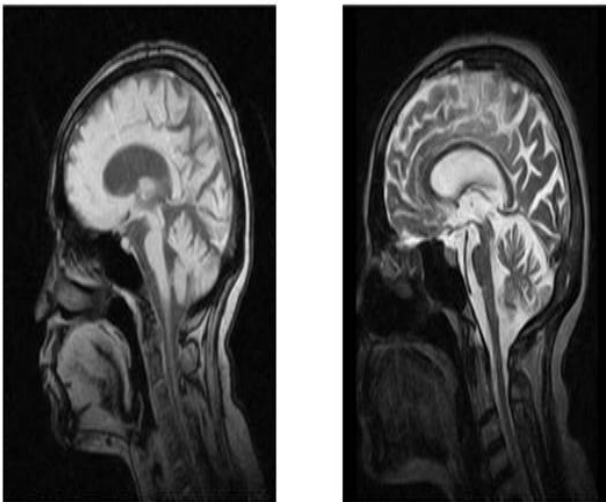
IRM Coupe sagittale en T1 montrant une atrophie olivo-ponto-cérébelleuse sévère.
